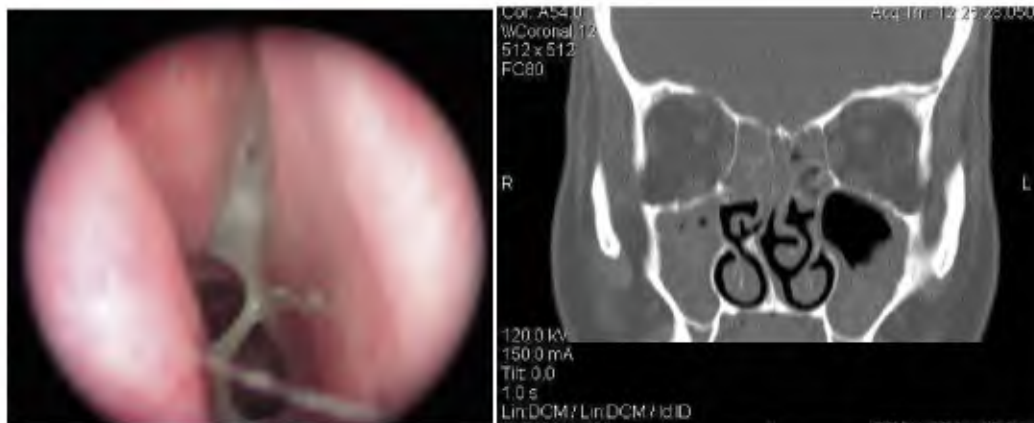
a) sinusite mascellare acuta: rilievo endoscopico con abbondante secrezione muco purulenta che emerge dal meato medio sn. B) Corrispondente quadro TC
